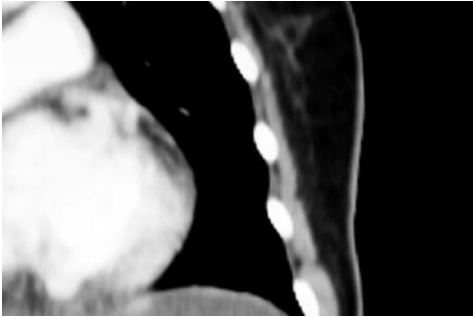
La ricostruzione sagittale in TAC ad alta risoluzione consente di evidenziare nettamente tra gli spazi intercostali una sottile banderella tesa tra gli archi costali presi in sezione, corrispondente alla sommazione di più piani costituiti da pleura viscerale, liquido pleurico, pleura parietale, fascia endotoracica, muscolo intercostale interno e grasso extrapleurico.
